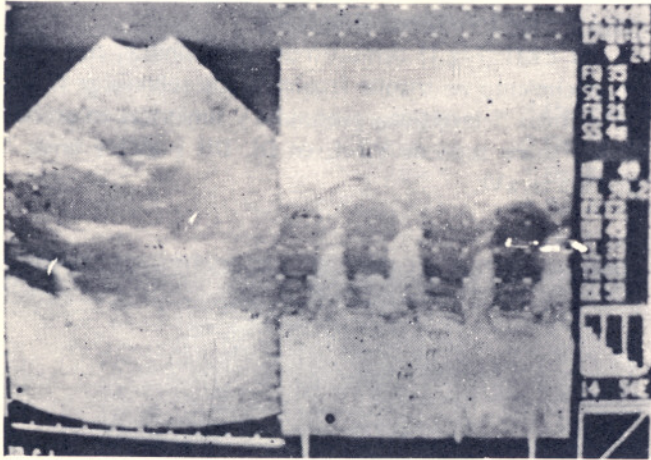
Ecocardiograma modos M y BD. Corte paraesternal largo.
